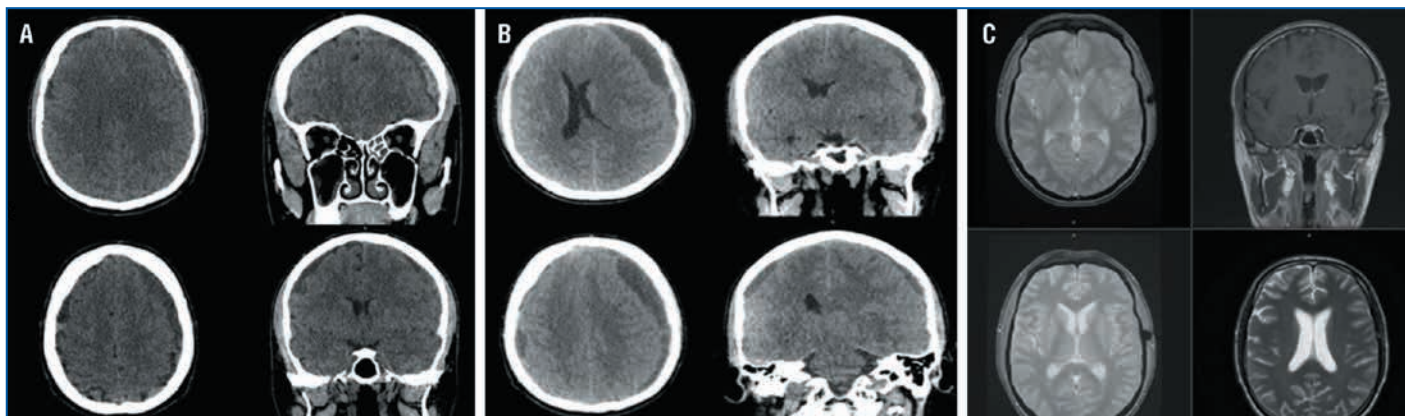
Компьютерная томограмма головы пациента М. в динамике.
